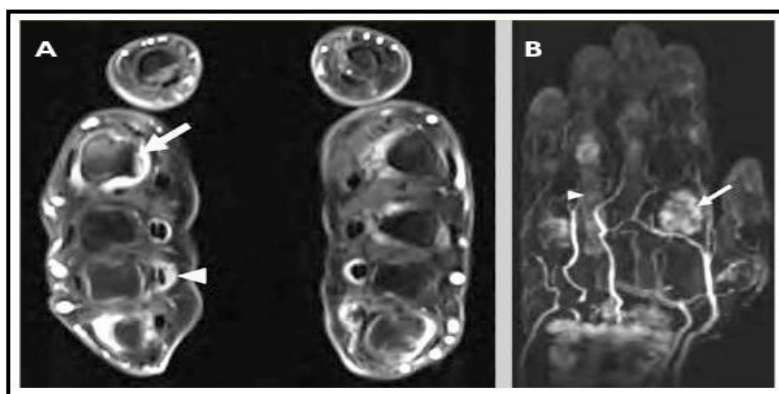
IRM des mains (218)
